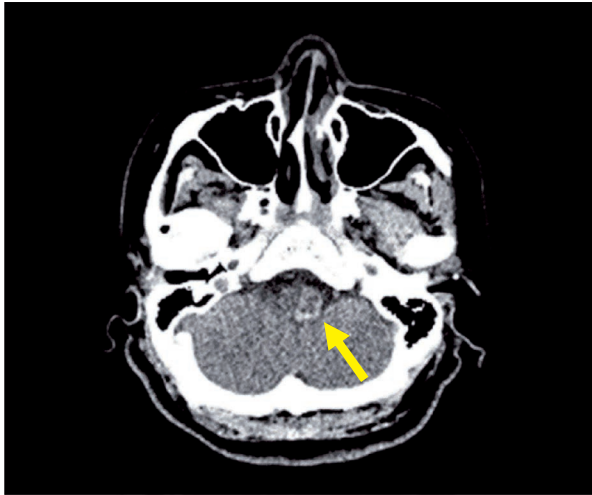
左延髄出血のCT像、左延髄に出血を認める (黄色矢印)。
